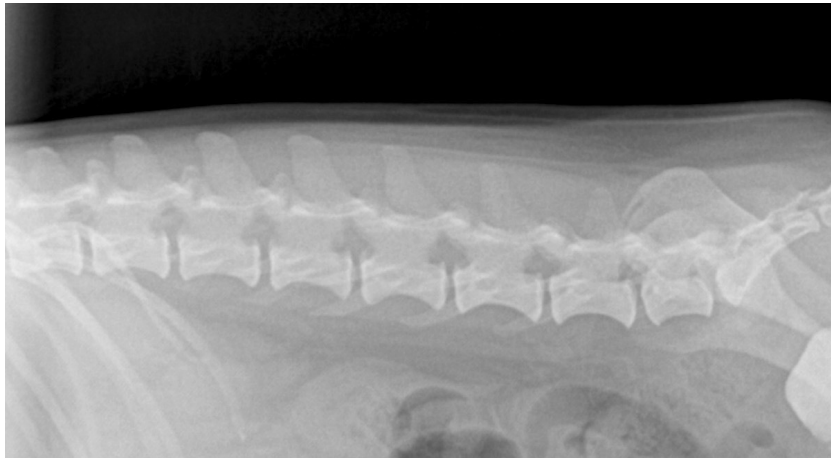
그림 일직선으로 자세 잡은 후 촬영한 요추의 방사선 사진 척추 사이의 거리를 정확하게 평가하려면 이와 같이 일직선으로 자세를 잡아야 합니다. 이 환자는 비뇨기계 질환에 대해 역행성 요로 조영술을 실시하던 사진으로 방광내 고밀도의 조영제가 관찰되고 있습니다.
